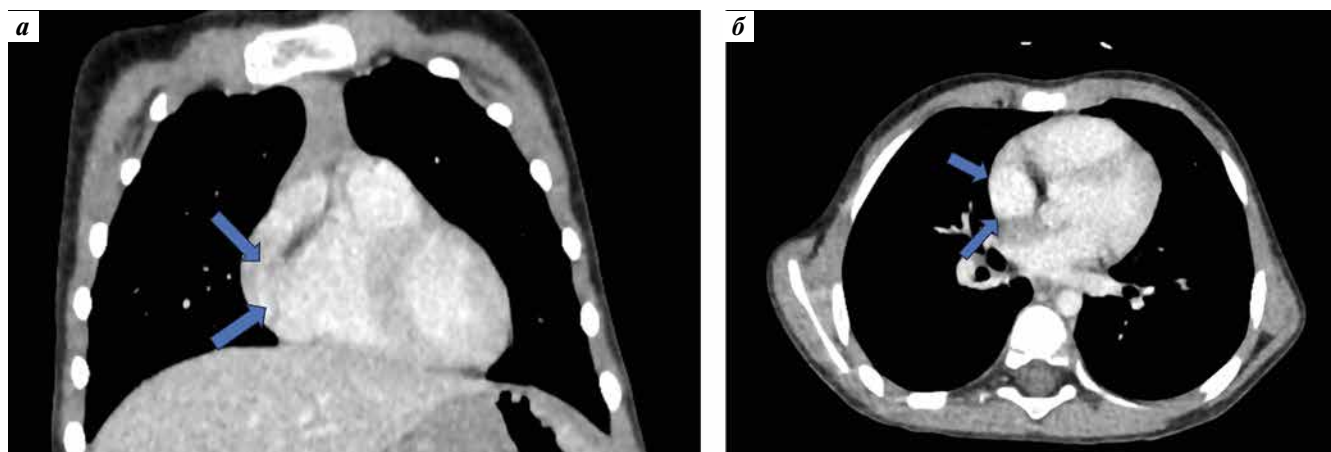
Результаты компьютерной томографии органов грудной клетки. В полости перикарда визуализируется образование размерами 17×11 мм (стрелки), плотностью 45 НУ нативно и 83 НУ в артериальную фазу (возможно, лимфоидная ткань): а — фронтальная проекция; б — аксиальная проекция
